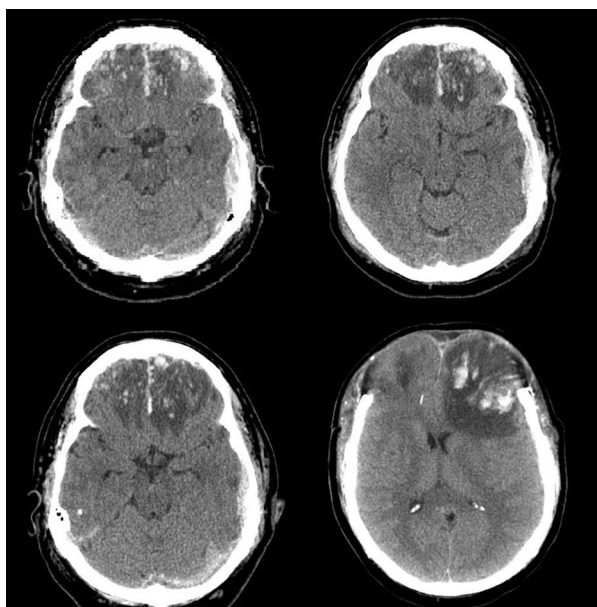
Спіральна комп'ютерна томографія ГМ хворого К., 41 року, у 1-шу, на 2-гу, 3-тю та 5-ту добу після ЧМТ, проведена біфронтальна декомпресивна трепанація.
